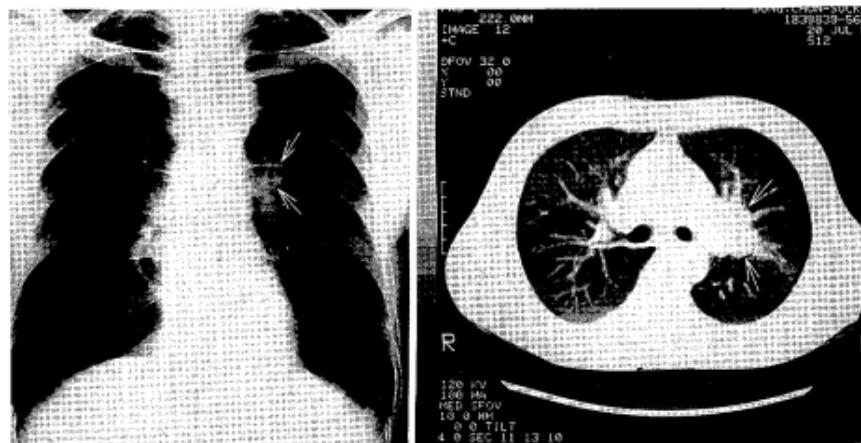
Initial chest CT scan and simple chest PA showed the left suprarenal mass.
